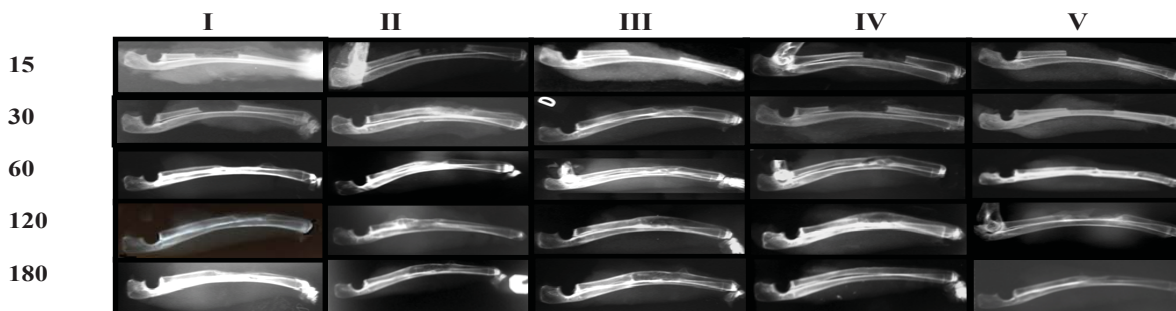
Radiografie la 15, 30, 60, 120, 180 de zile după osteotomia osului radial. I – mediu nutritiv DMEM (lotul-martor negativ); II – lotul în care a fost utilizat autoos spongios din aripa osului iliac (martor pozitiv); III – lotul cu MOD+CMO; IV – MOD+COP; V – CMO. Se determină aproape același tablou al evoluției radiologice în loturile experimentale II, III, IV, cu o dezvoltare constantă a calusului și la 120 de zile remodelarea acestuia. Pare a fi o remodelare mai rapidă în cazul utilizării MOD+COP.
